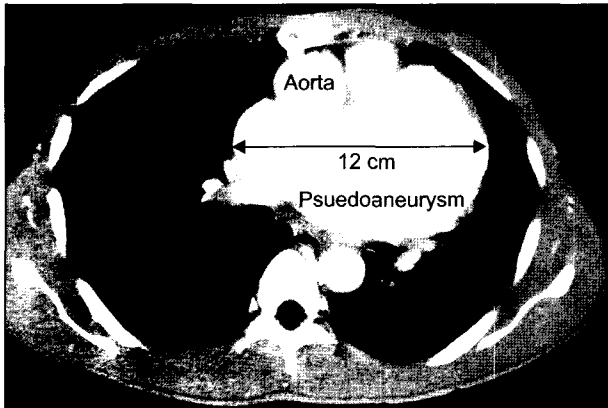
Preoperative CT angiography. Huge (maximal diameter was measured about 12 cm) left ventricular pseudoaneurysm is located posterior to the aorta.
